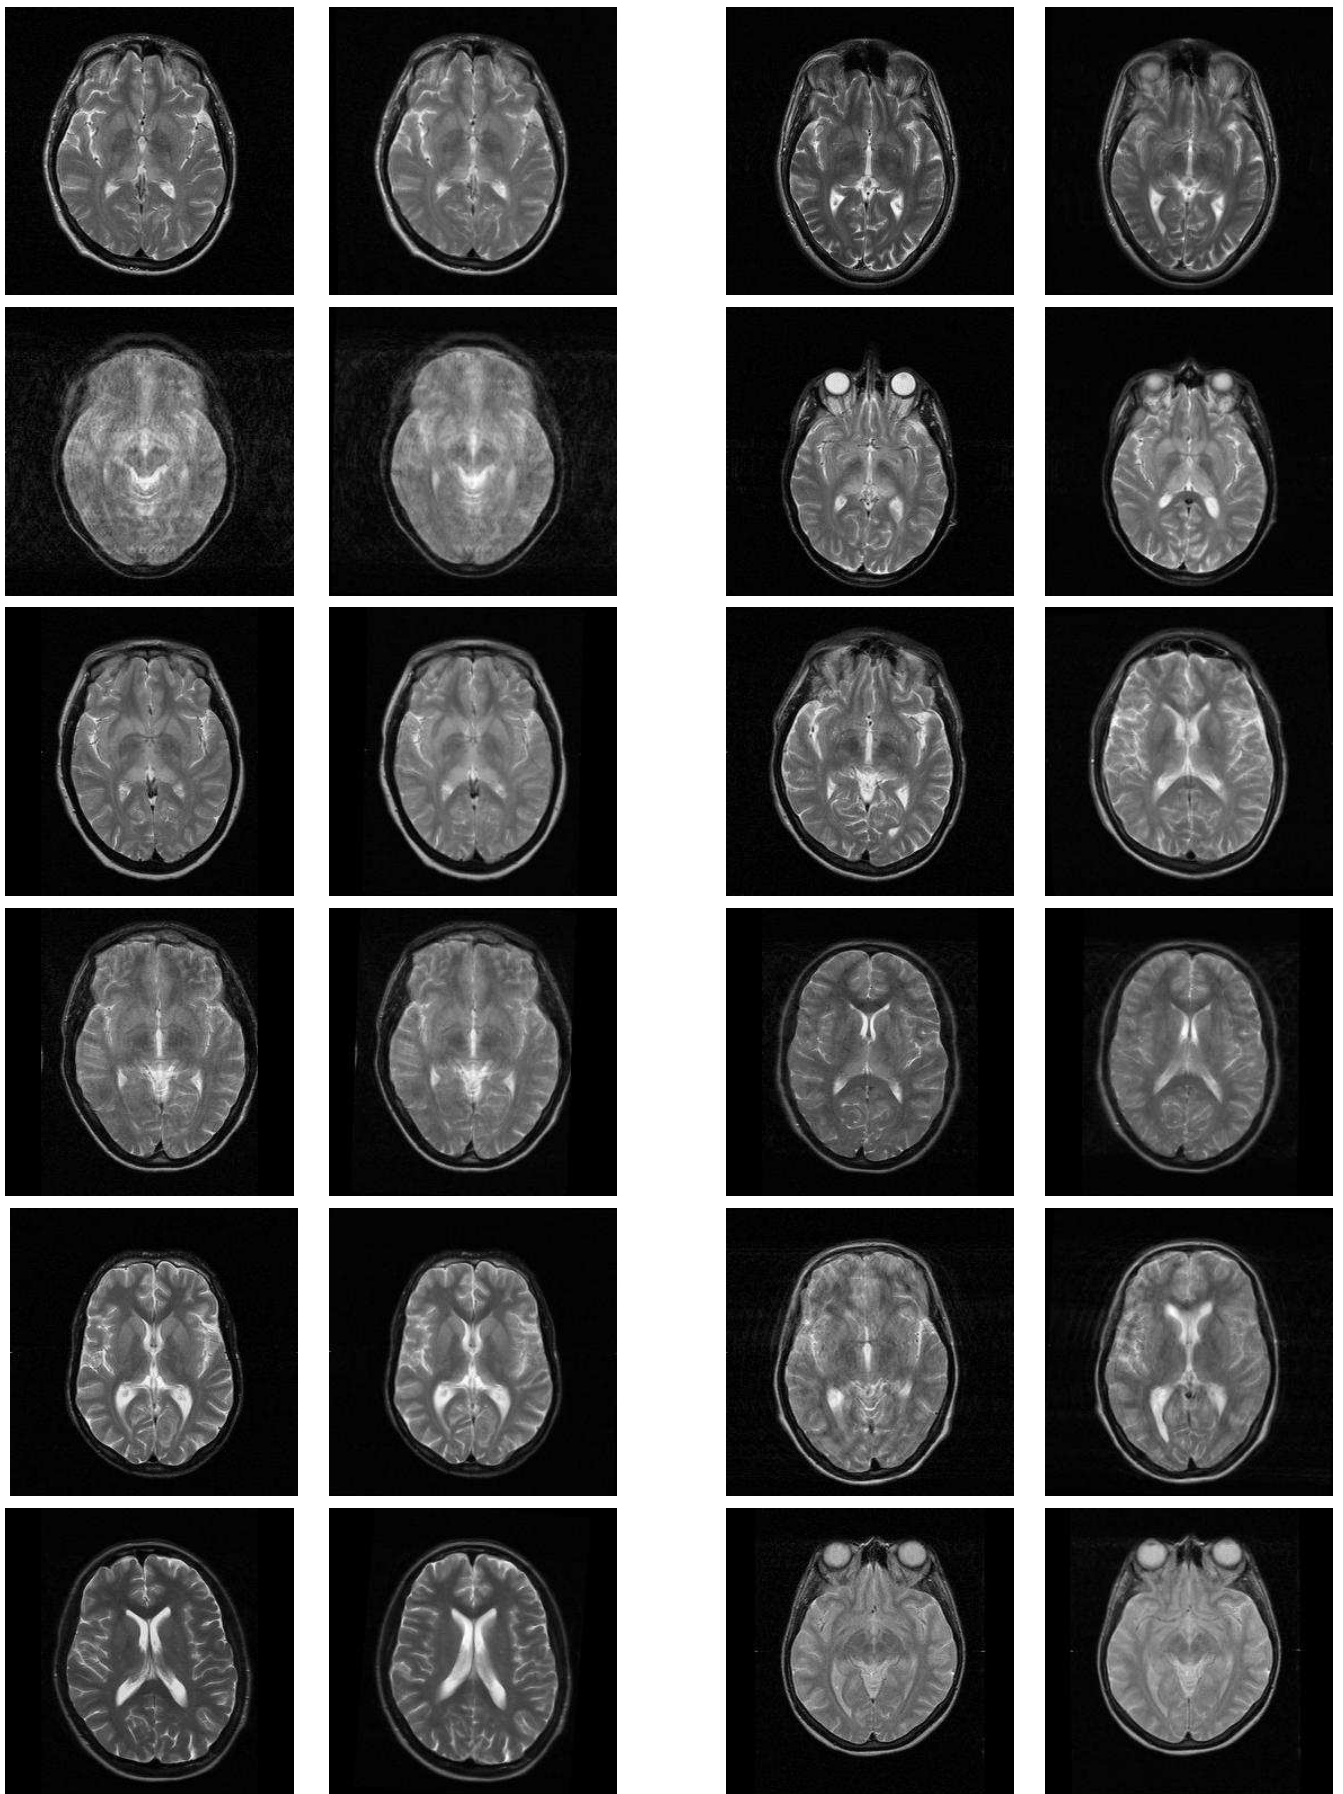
Réorientation des images IRM pondérée en T2 de la base de données du projet QAMRIC (planche 3).
